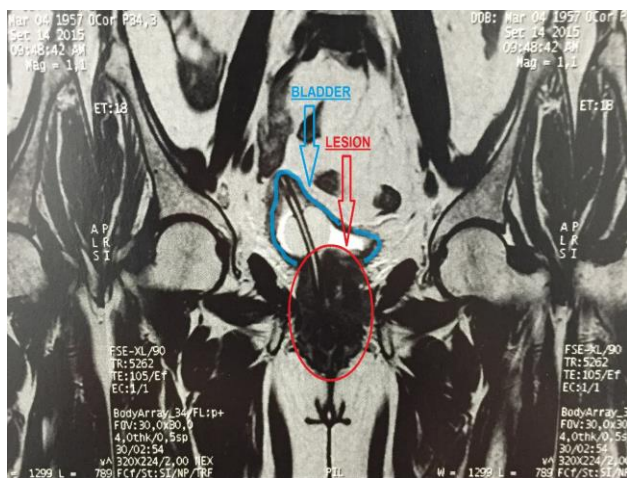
Ressonância Magnética de Pelve demonstrando a lesão e sua relação com a bexiga urinária (com sonda de Foley).
